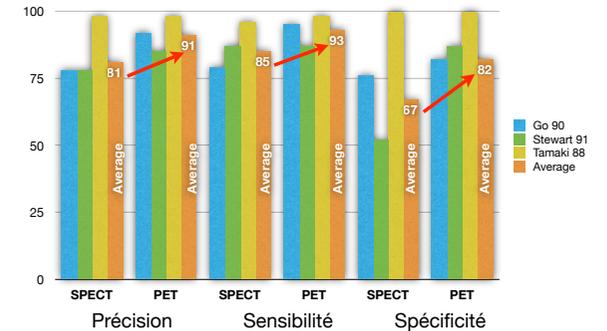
Imagerie par PET cardiaque
